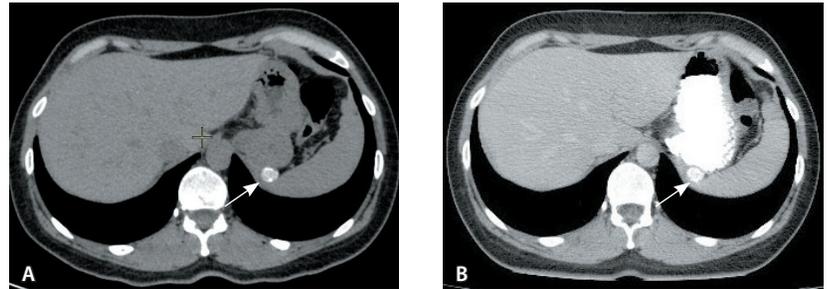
Computed tomography of the abdomen showed a mass located in the region of the fundus of the stomach (arrows), the visceral surface of the spleen and the diaphragmatic dome: A, non-contrast; B, intravenous contrast enhancement (portal venous phase) in conjunction with oral contrast
